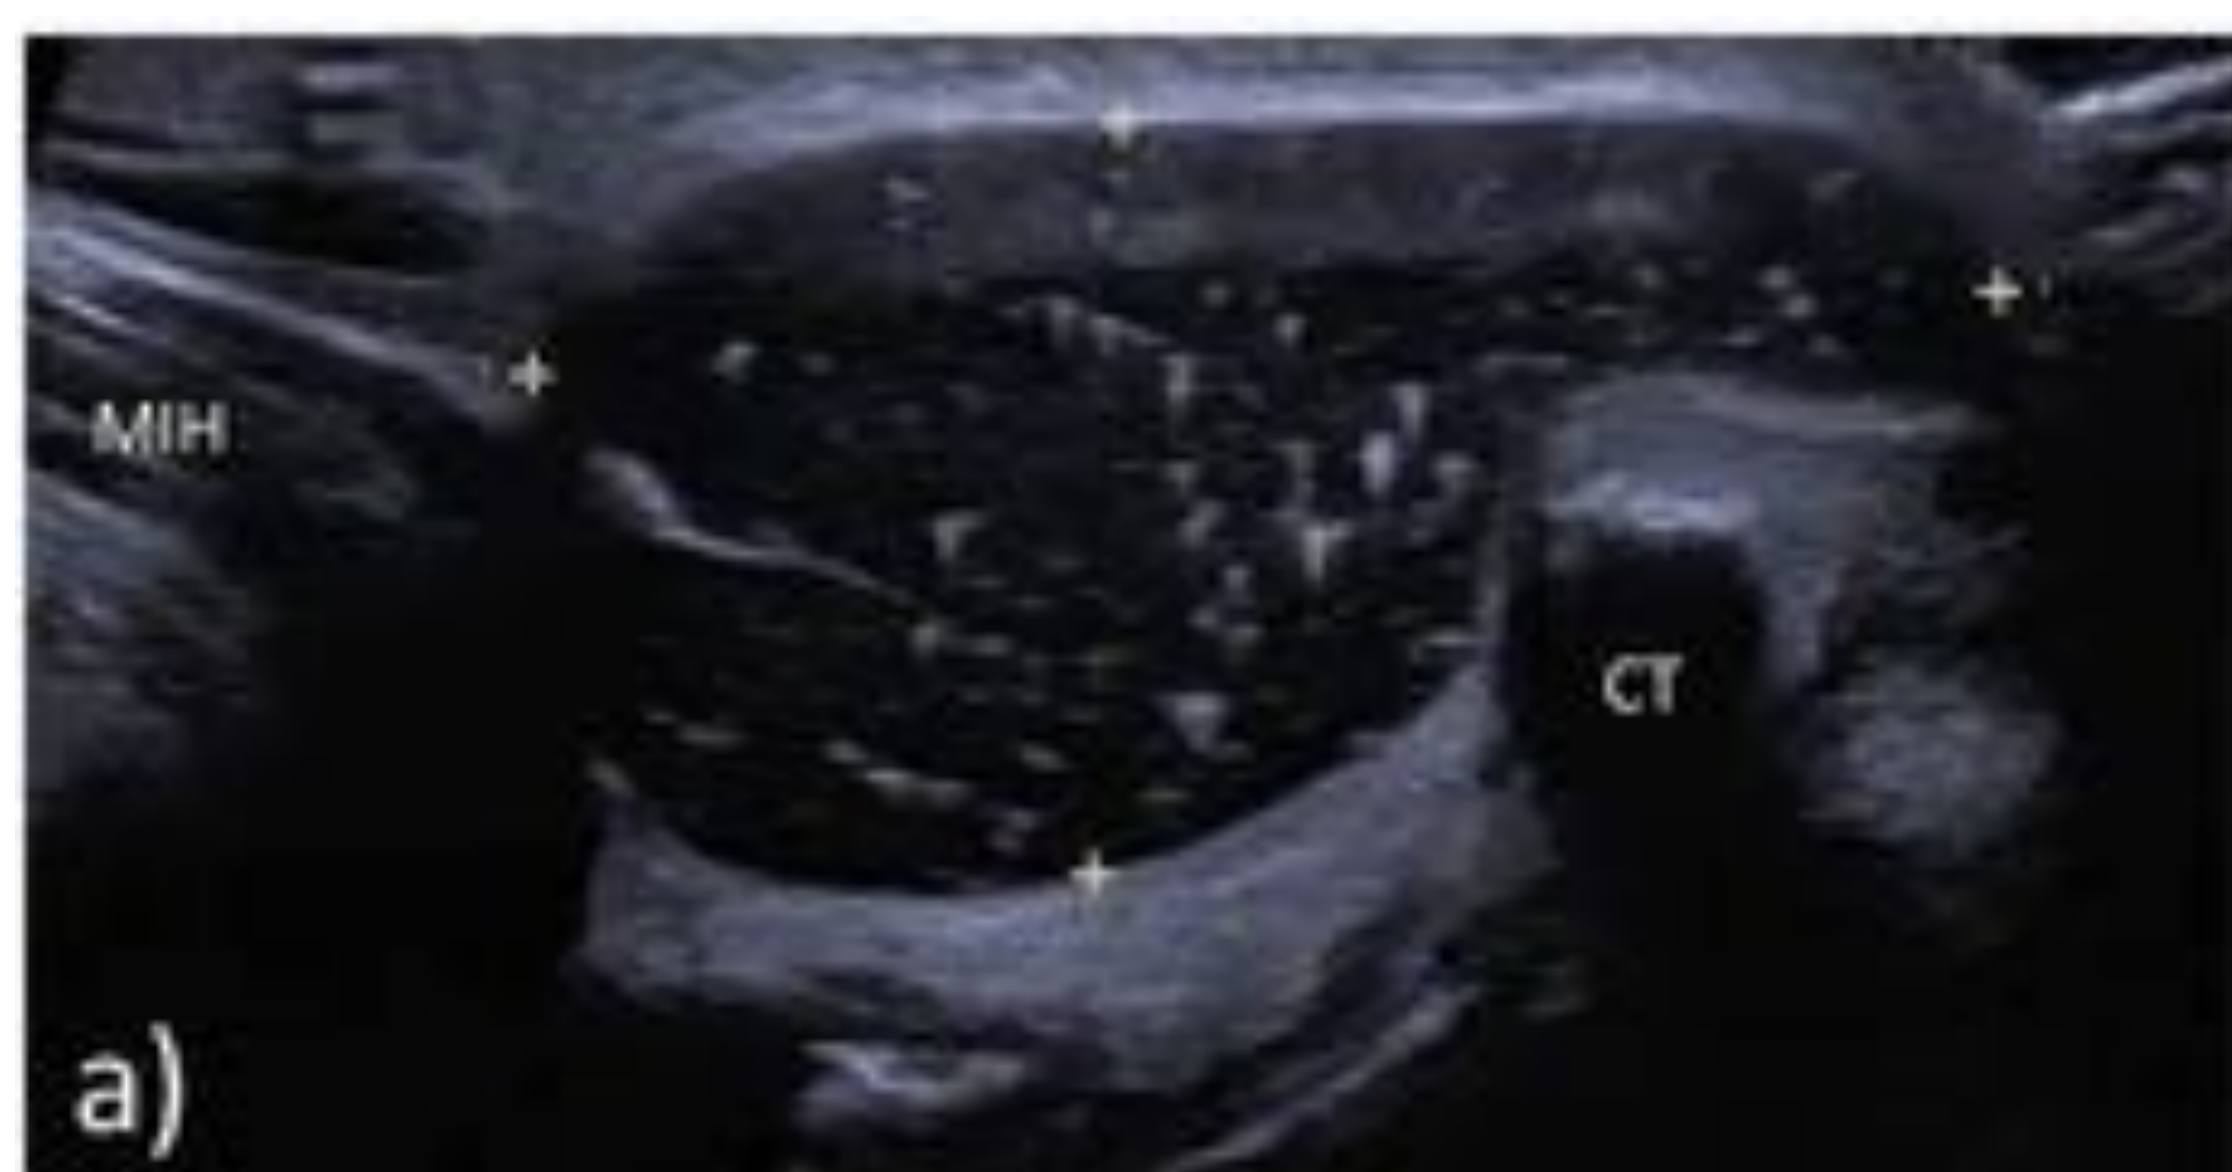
Hombre de 39 años con bultoma en región cervical anterior, móvil, con crecimiento progresivo compatible con QCT complicado confirmado por AP. a) Plano longitudinal ecográfico de la lesión infrahioidea, localizada anterior al cartílago tiroideo (CT) y en estrecha relación con la musculatura infrahioidea (MIH). Es hipoeicoica, con múltiples focos ecogénicos en su interior y de margen circunscrito. b y c) En los cortes axial y sagital del TC de cuello esta lesión tiene un aspecto homogéneo, con atenuación superior al líquido que no realza y una fina pared con tenue captación. Contacta y deforma ligeramente la lámina izquierda del cartílago tiroideo (flecha). El corte sagital se correlaciona con la imagen ecográfica.
